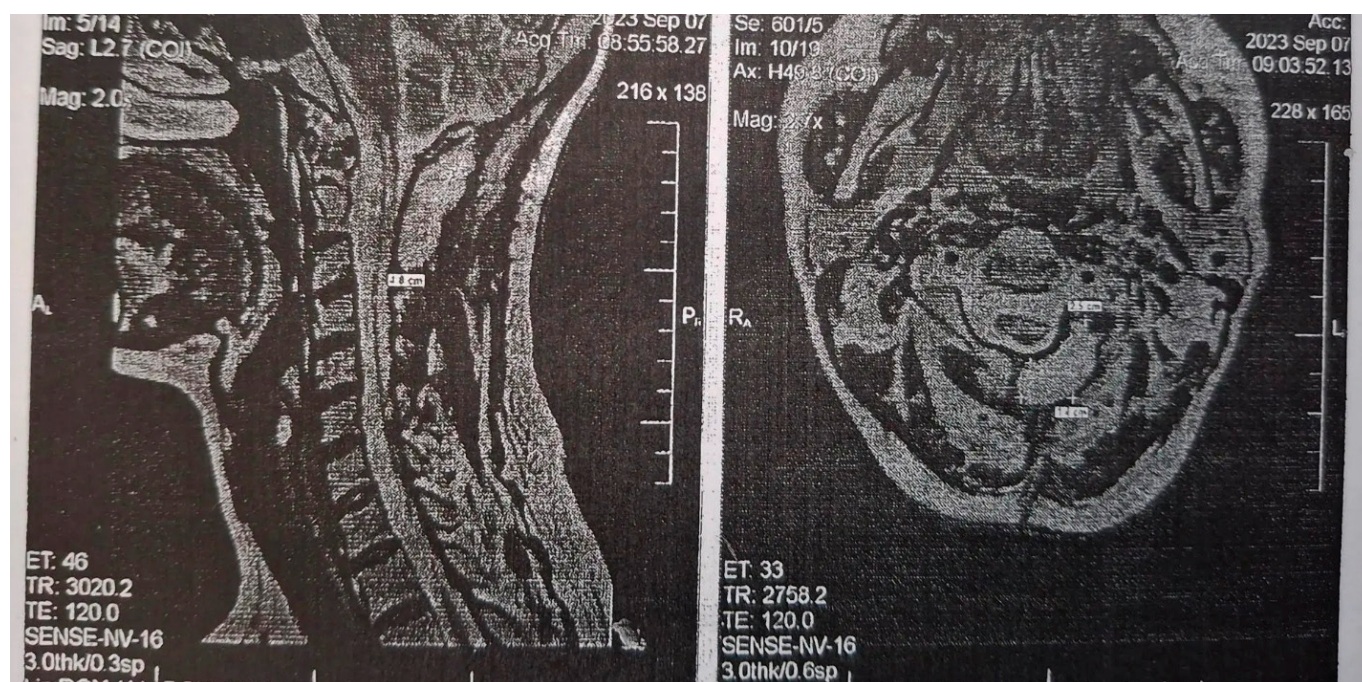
МРТ шейного отдела с контрастом от 07.09.2023 (T2 Cor Cerv)
